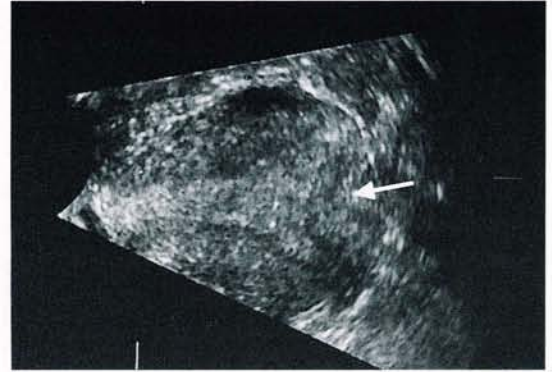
不全型中隔子宮（矢印）の三次元超音波像。
